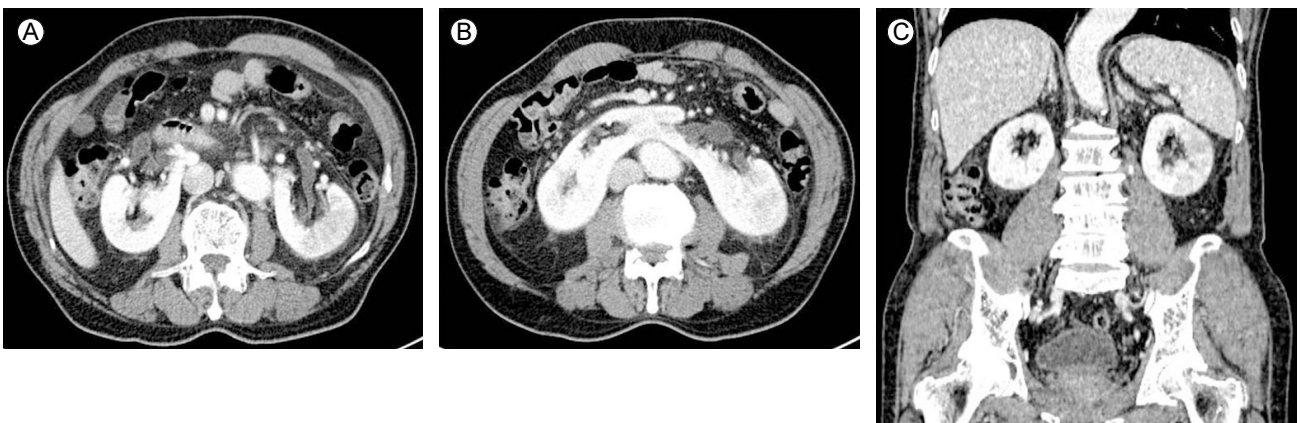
Contrast-enhanced abdominal computed tomography scans of the patient. (A, B) An axial scan shows the horseshoe kidney with multifocal hypoattenuated lesions, wall thickening, and enhancement of the bilateral ureters. The lower poles of both kidneys are fused along the midline anterior to the aorta and inferior vena cava. (C) A coronal scan shows both kidneys of the horseshoe kidney. The left kidney clearly exhibits multifocal low-density lesions.
